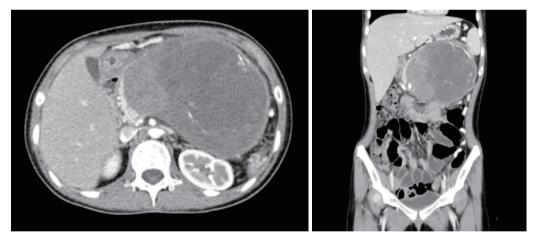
Follow up CT scan after 11 months with radiotherapy and chemotherapy reveals slightly decreased size of the tumor mass in pancreas  $(143 \times 99 \times 123 \text{ mm})$ .
